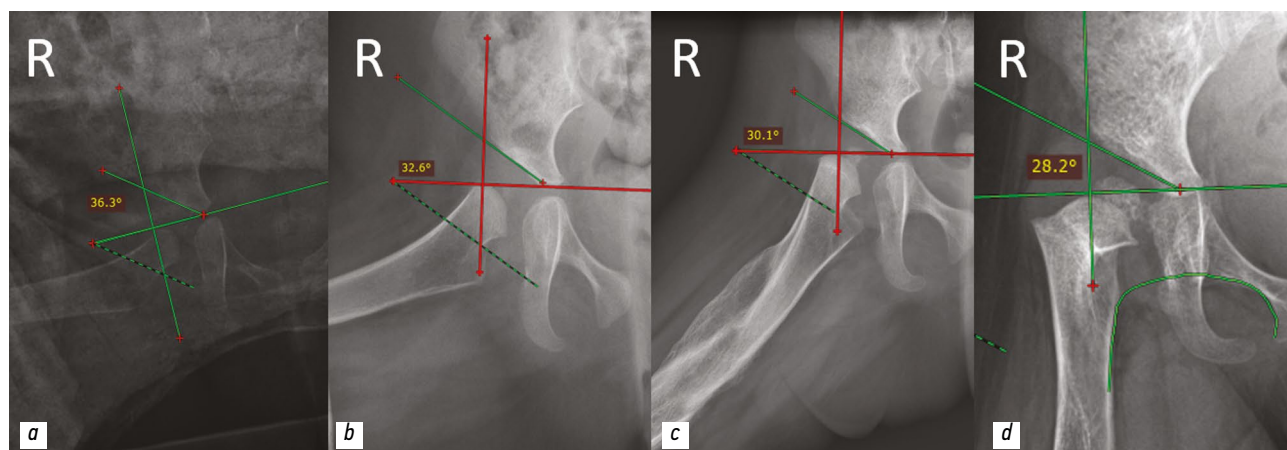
Рентгенография тазобедренных суставов по Лауэнштейну (a–c) и в прямой проекции (d) после оперативного вмешательства: a — через 1 мес., ацетабулярный индекс справа — 36,3°; b — через 6 мес., ацетабулярный индекс справа — 32,6°; c — через 15 мес., ацетабулярный индекс справа — 30,1°; d — через 33 мес., ацетабулярный индекс справа — 28, 2°, линия Шентона не состоятельна, виден излом, свидетельствующий об остаточной дисплазии.
